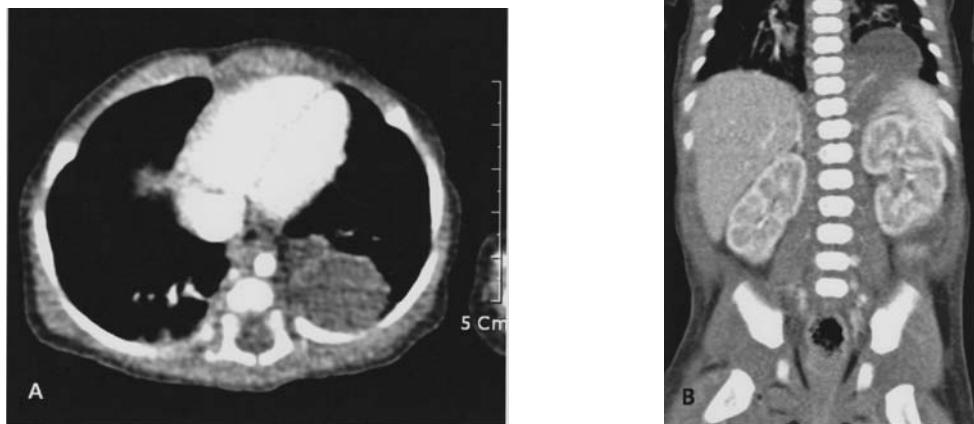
Follow-up abdominal CT. About 2.7 × 2.5 cm sized soft tissue mass in left posterior mediastinum with extents to left retroperitoneal space. A) Axial view B) Coronal view
